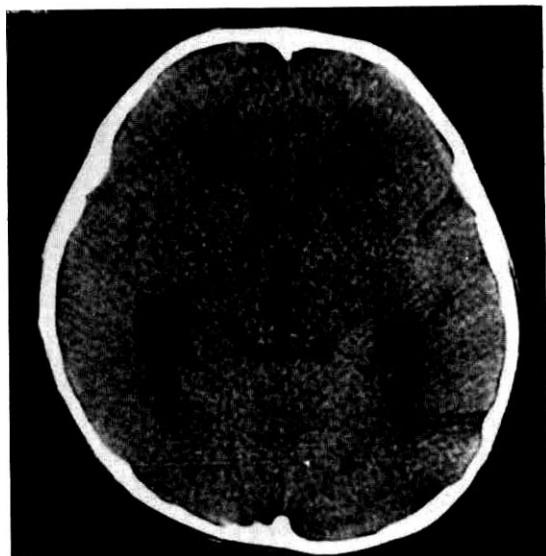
Brain CT shows mild hydrocephalus on the 8th hospital day.
